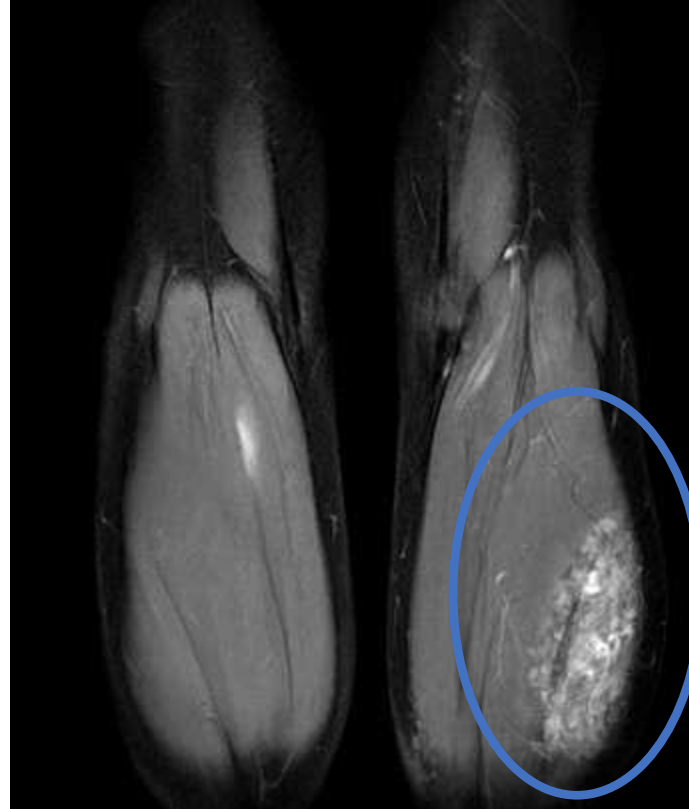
Imagen de RM potenciado en T2 donde se identifica lesión intramuscular heterogénea
